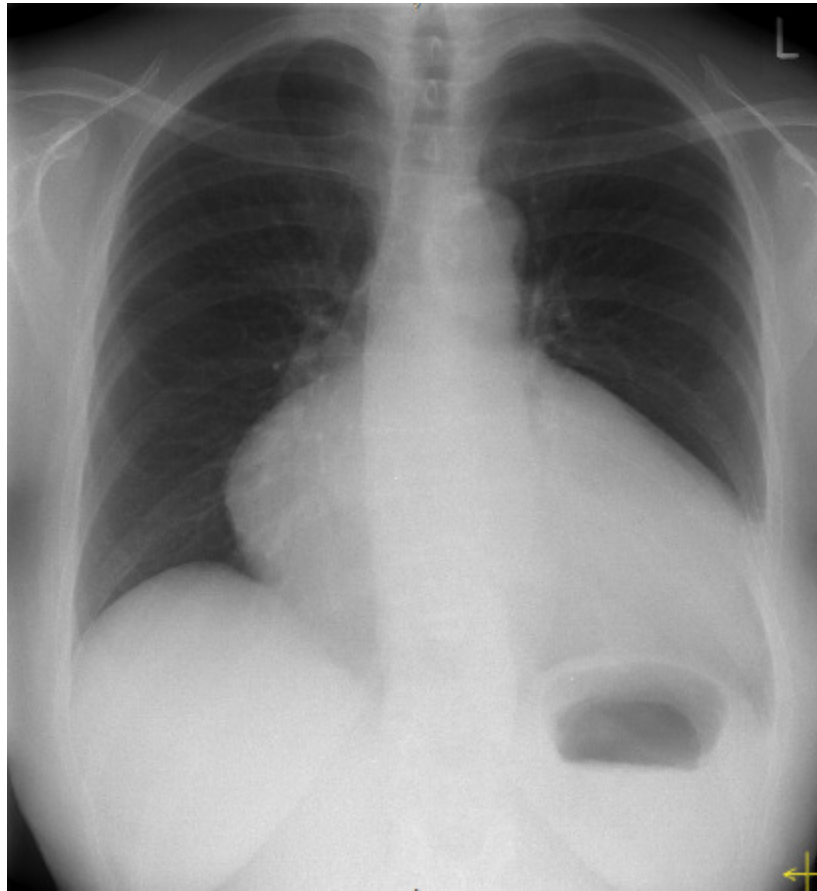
Thoraxröntgen bei EA mit Kardiomegalie.
